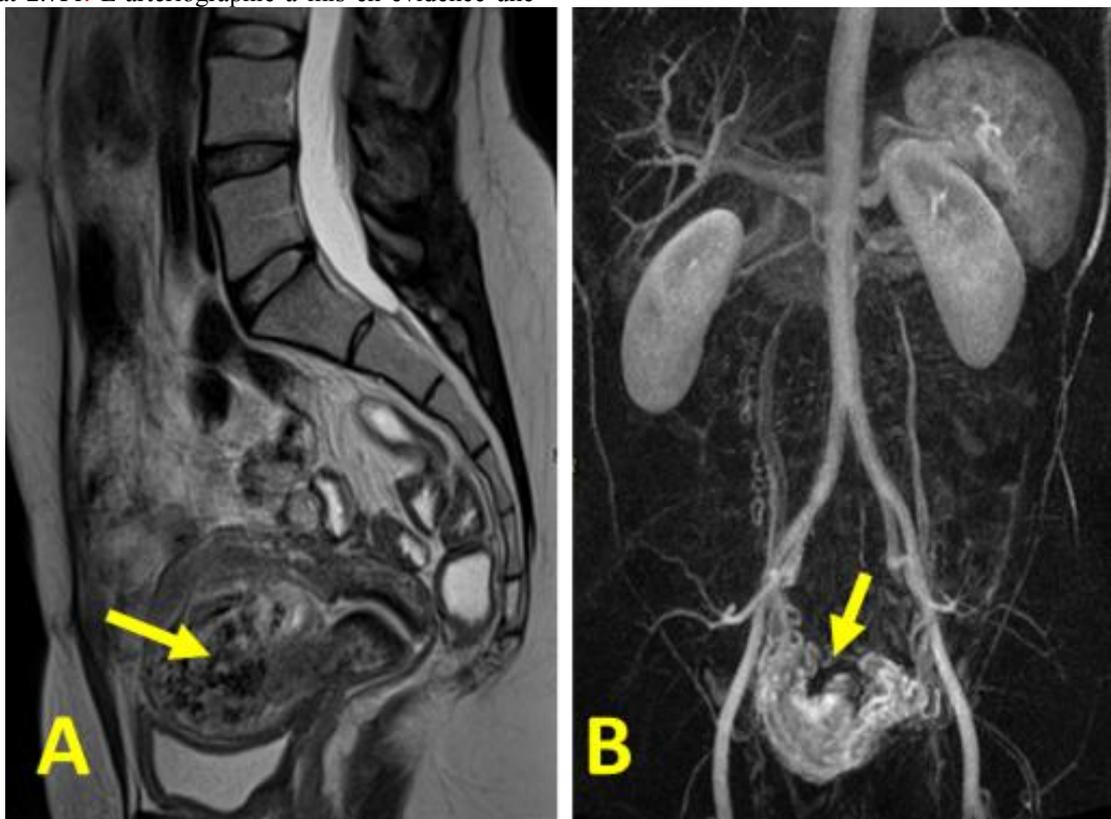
A et B. IRM pelvienne pondérée en T2, coupe sagittale, montrant une formation intra utérine corporéo-fundique, de signal hétérogène avec des multiples structures vides de signal, réalisant un peloton vasculaire (tête flèche). Angio-IRM abdominale, un rehaussement intense de la formation avec visualisation d'un retour veineux précoce au niveau de deux veines ovariennes, témoignant une MAV.
